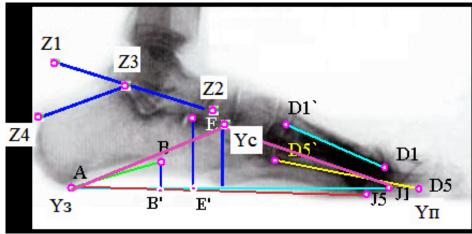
Расстановка точек на рентгенограмме стопы в боковой проекции: сверху - изображение из программы, снизу — после обращения цветов для лучшей визуализации некоторых точек и линий масок.
